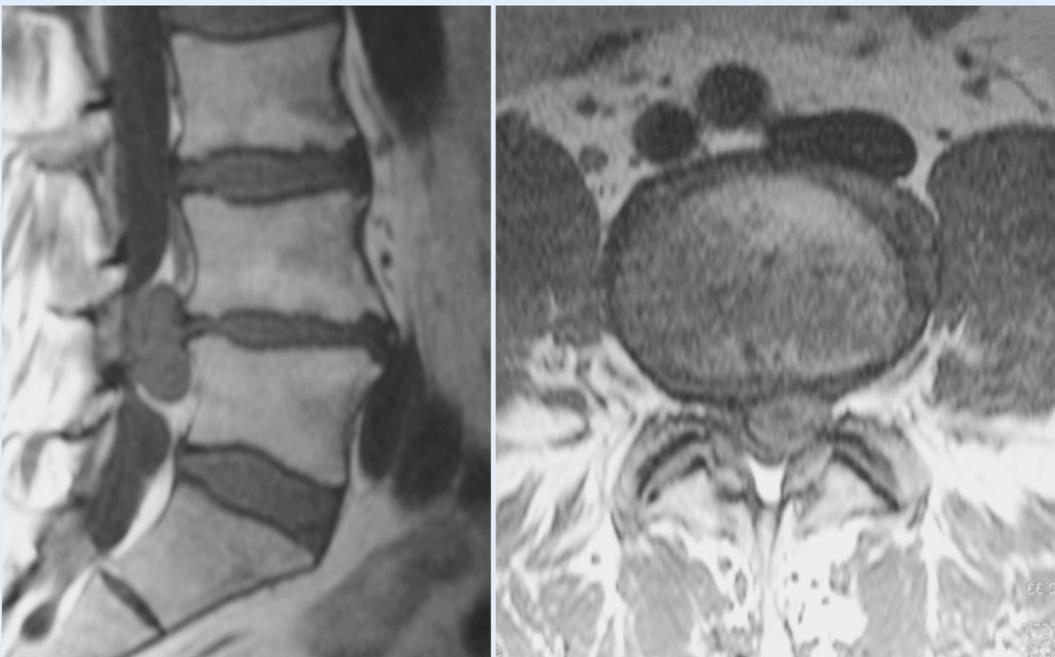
◀ MRT eines Bandscheibenvorfalls mit radikulärer Symptomatik LWK4/LWK5
